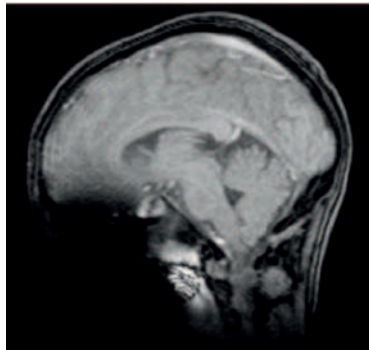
RMN a distanza dello stesso paziente con apparecchiatura ortodontica fissa in acciaio.
